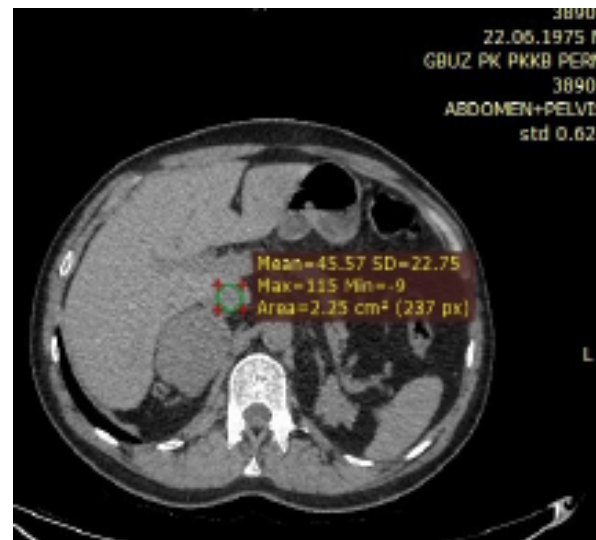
КТ без контрастирования. Средняя плотность меньшего узла соответствует 45,57 HU.
